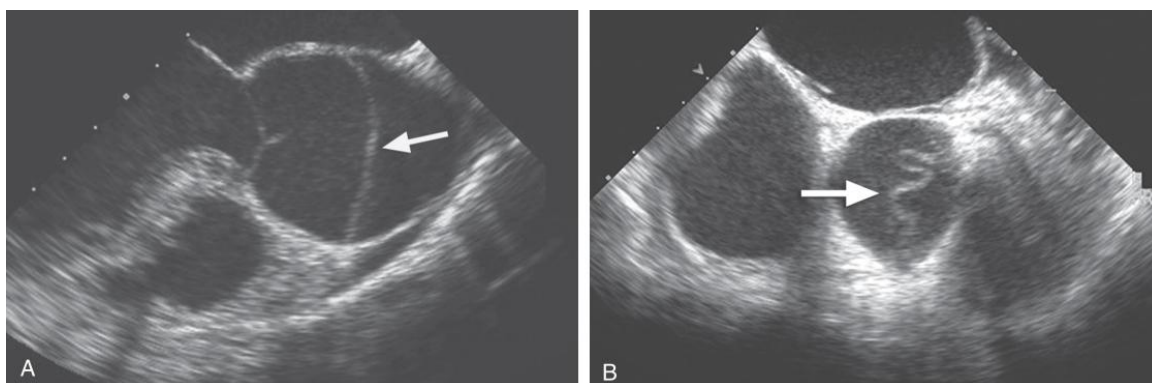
Ecografias transesofágicas. A - DAA tipo A num doente com SM. O *flap* (seta) está presente na raiz aórtica dilatada. B - *Flap* serpiginoso da íntima, imediatamente distal à válvula aórtica, num doente com DAA tipo A. (38)
